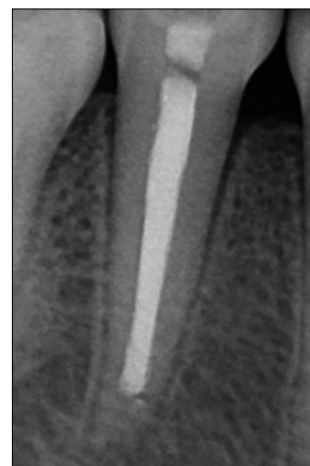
Periapical radiographs at 10 months after vitapex filling. Hard tissue was formed on apical area.
